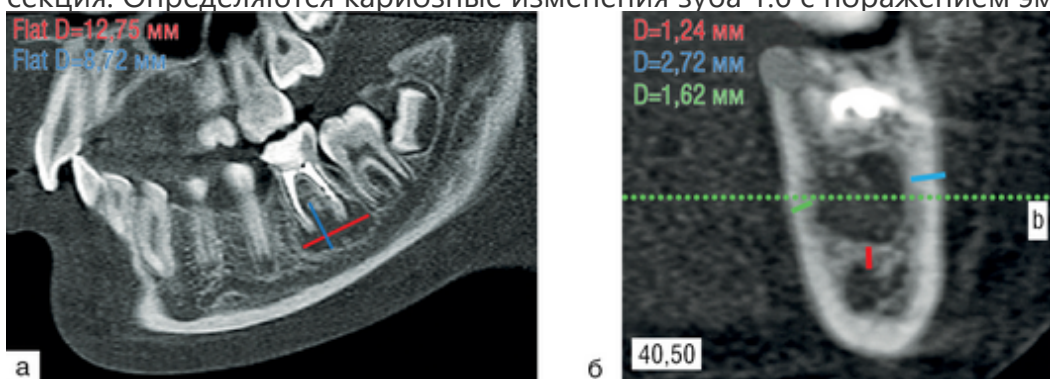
Конусно-лучевая компьютерная томография челюстно-лицевой области, кососагиттальная проекция тела нижней челюсти слева (а), кросс-секция (b) тела нижней челюсти на уровне зуба 3.6 (б). Радикулярная киста зуба 3.6, прилежащая к верхней стенке нижнечелюстного канала
